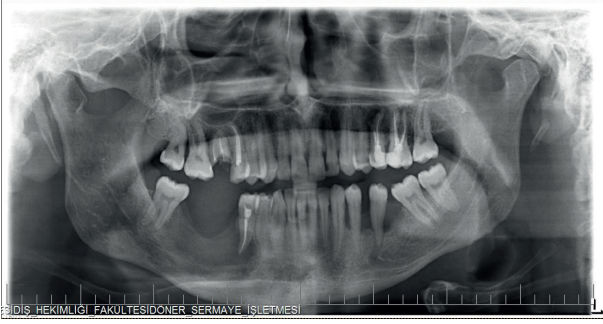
Panoramik radyografide sağ mandibula posterior bölgede osteolitik lezyon izlenmektedir.
